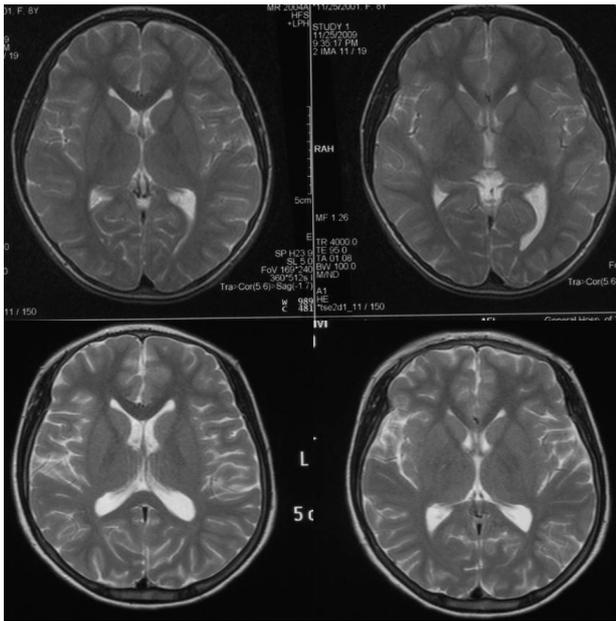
头颅MRI扫描 上排图为发病初，下排图为发病后两年。与发病初比较，发病后两年大脑半球脑沟变深，脑室扩大。
